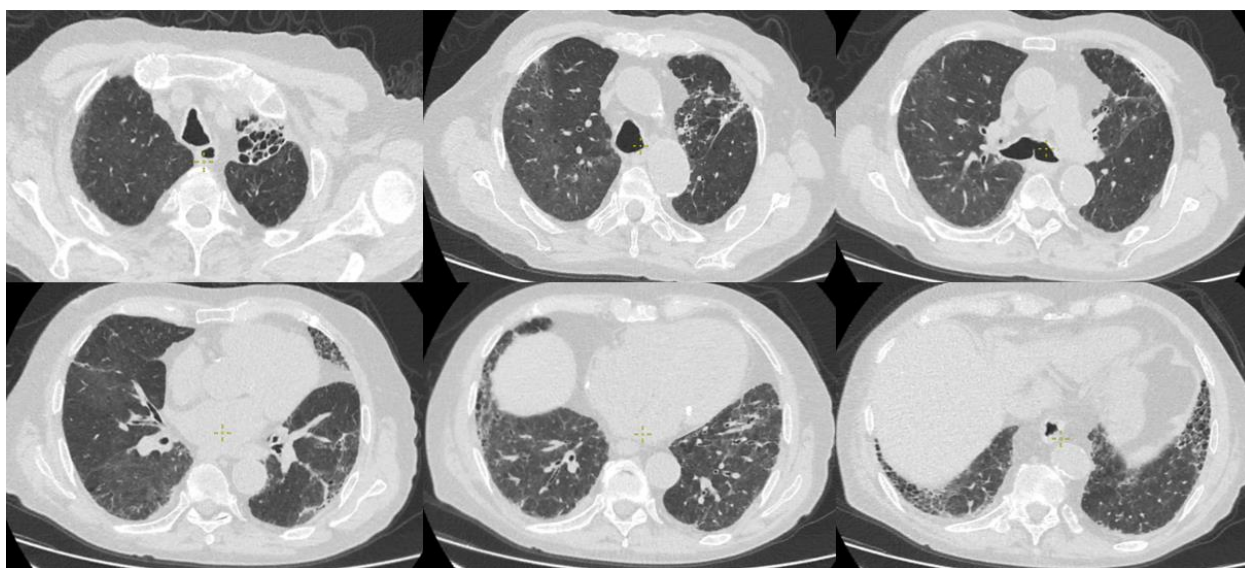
Компьютерная томография органов грудной клетки. Аксиальная проекция. КТ-признаки поражения лёгочной паренхимы: участки матового стекла, интерстициальные изменения с признаками фиброза (тракционные бронхоэктазы)
